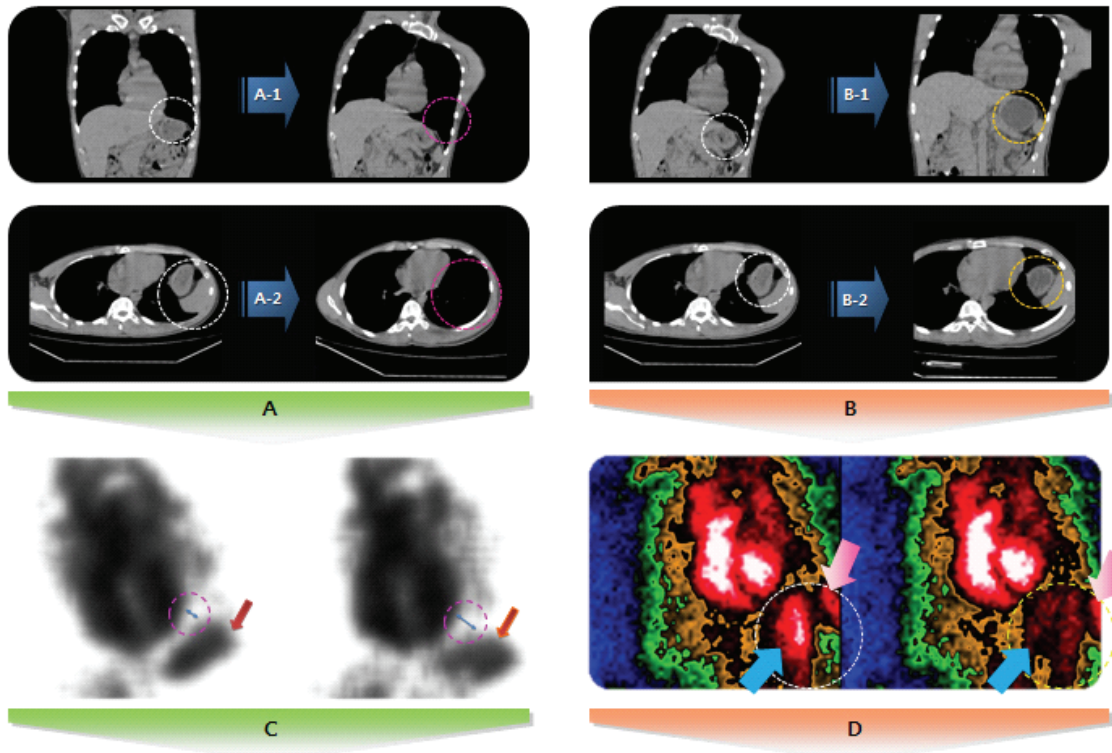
Computer Tomography (CT) was compared as variation of patient position (A) and drinking water (360 ml) or not (B) with Gated Cardiac Blood Pool scan (GCBP) (C, D). (A-1, A-2) CT images showed anatomical variation by changing patient position; A-1: coronal plane, A-2: axial plane. (C) GCBP images showed variation of spleen (arrow). (B-1, B-2) CT images showed anatomical variation by drinking water (360 ml) or not; B-1: coronal plane, B-2: axial plane. Circle (yellow) showed expansion of stomach. These variation showed in GCBP (D; blue arrow: stomach, pink arrow: spleen).
